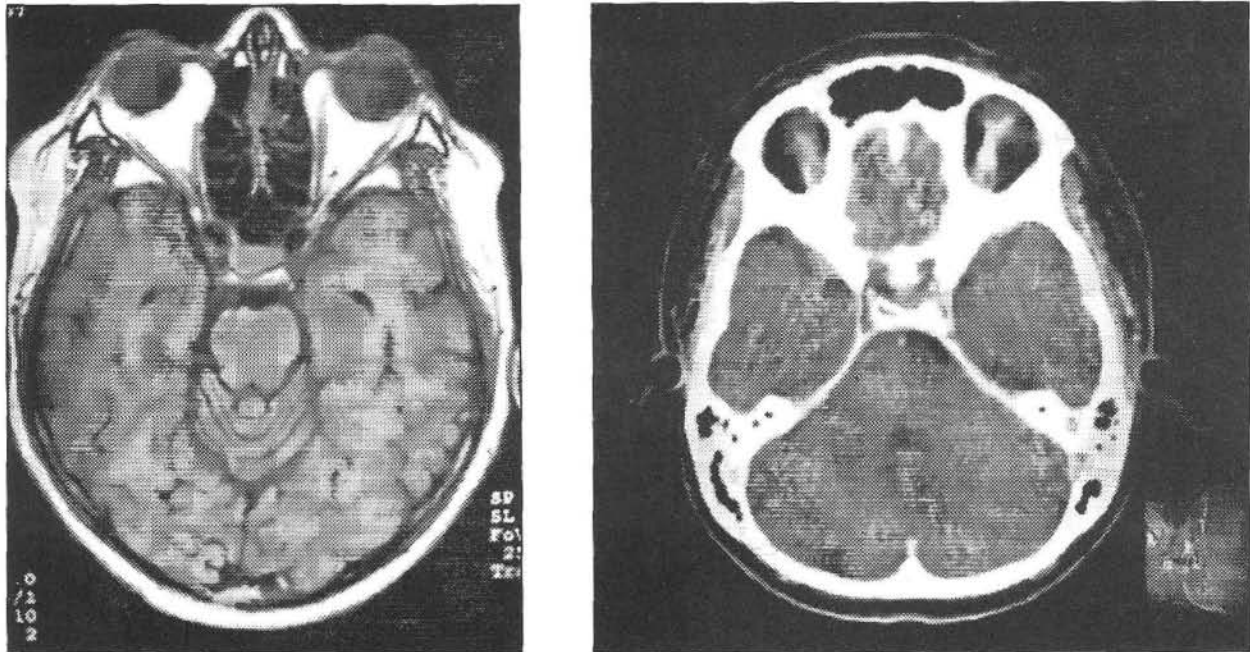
2 Corte axial de la IRM y del TAC con contraste que muestra la Lesión hiperdensa en la región derecha de la silla turca.
